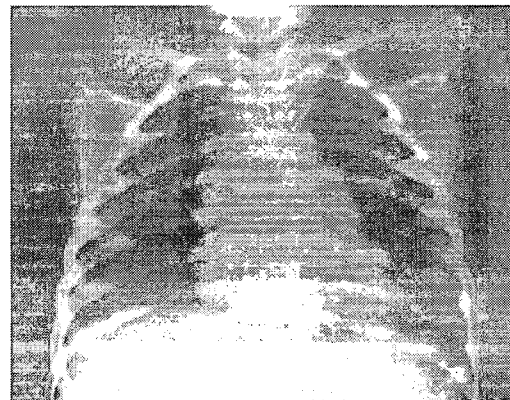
Chest X-ray of patient with pulmonary embolism shows no abnormalities
